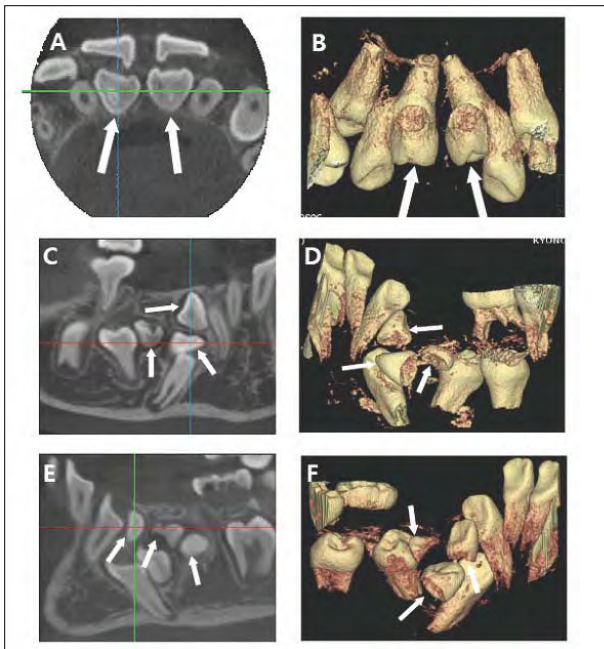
CT (A) and (B): Mx. anterior region, (C) and (D): Mn. right region, (E) and (F): Mn. left region
